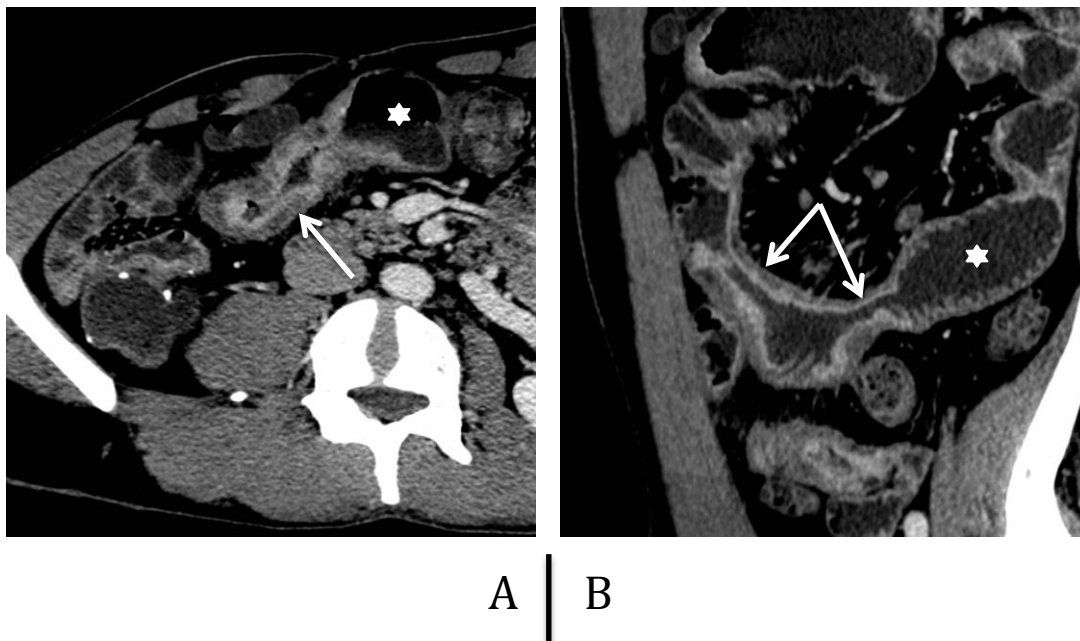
Sténose serrée bifocale avec dilatation pré-sténotique : CT3
